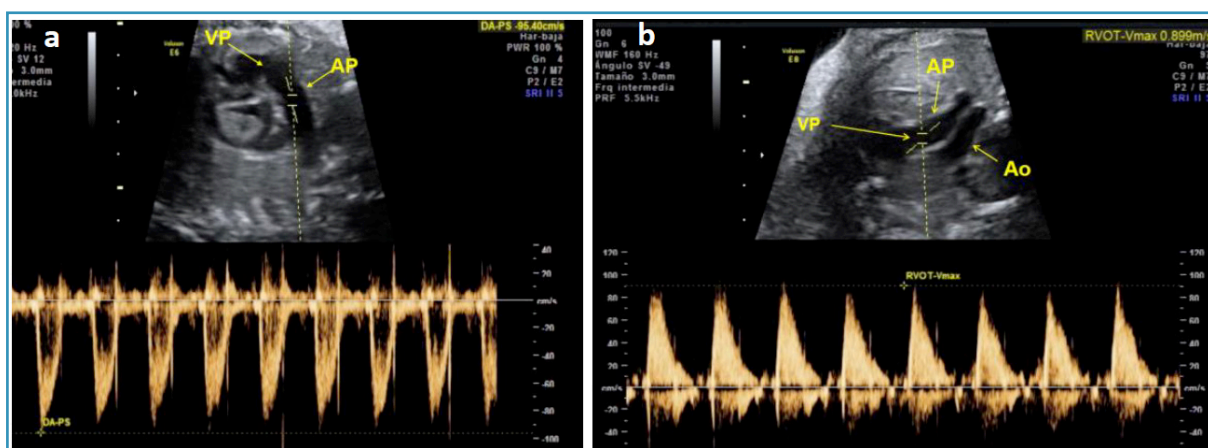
a. Doppler pulsado del flujo de salida transvalvular pulmonar. La muestra se coloca distal a la válvula pulmonar (VP) y con un ángulo de insonación lo más próximo a 0°, ayudándonos de la herramienta de corrección del ángulo del equipo. Podemos medir la velocidad máxima con la que atraviesa la sangre el anillo valvular ayudándonos a valorar/confirmar valvulopatías (estenosis/atresia). b. Corte axial a nivel del tracto de salida del ventrículo derecho, por encima del tracto de salida del ventrículo izquierdo, observando flujo de salida a través de la VP, colocando la muestra distal a la válvula. AP: arteria pulmonar. Ao: aorta.
